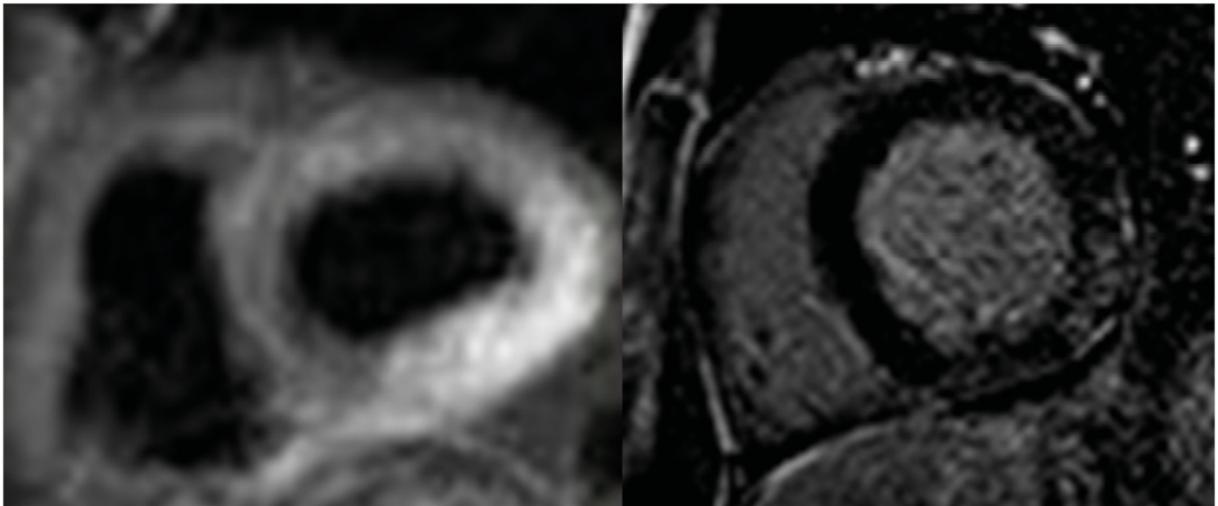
a. Paciente con miocarditis. A la izquierda, secuencia T2 (“sangre negra”) que evidencia edema (aumento de la intensidad de señal miocárdica). A la derecha, secuencia RTG que evidencia fibrosis con patrón no coronario (afección predominante subepicárdica e intramiocárdica).
